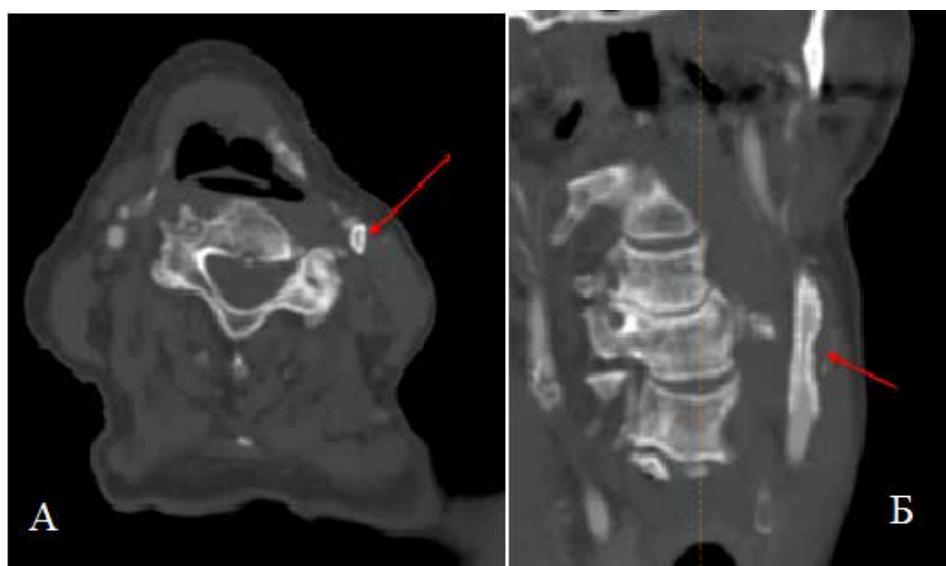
КТ-ангиография брахиоцефальных артерий проведена после стентирования левой ВСА. Отмечаются признаки неполного раскрытия стента с развитием рестеноза просвета ВСА.
